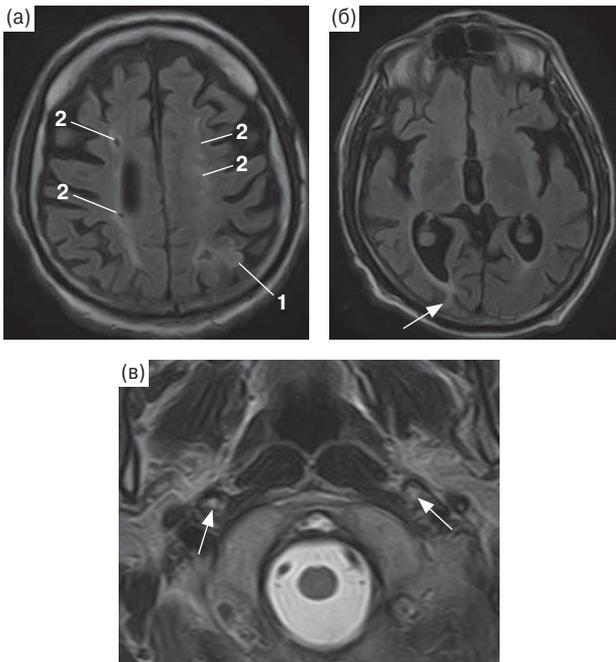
МРТ головного мозга того же больного от 13.12.2017 г. а, б – FLAIR, аксиальная проекция: а – корковый инфаркт в левой теменной доле (1). В глубоком белом веществе обоих полушарий большого мозга визуализируются очаги, расположенные парасагиттально по прямой линии, пониженной интенсивности МР-сигнала, окруженные зонами повышенной интенсивности, – инфаркты в глубоких зонах смежного кровоснабжения (симптом “нитки бус”) (2); б – корковый инфаркт в правой затылочной доле (стрелка). в – T2-ВИ, аксиальная проекция. В проекции обеих ВСА экстракраниально выявляются зоны неоднородно повышенной интенсивности МР-сигнала – окклюзии обеих ВСА (стрелки).
